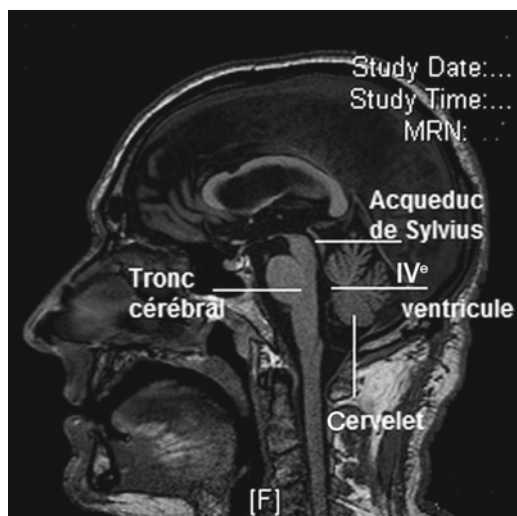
IRM cérébrale normale en coupe sagittale avec les principales structures de la fosse cérébrale postérieure.
